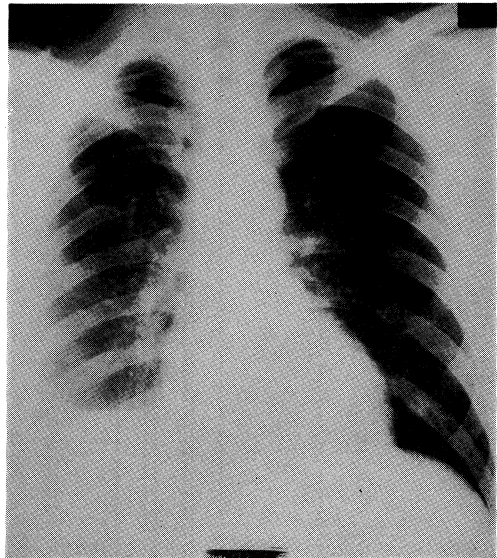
Chest X-ray film on July 7, revealing a coin lesion in the right middle lung field.
